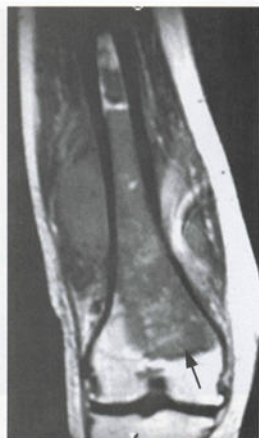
股骨骨肉瘤 MRI 显示软骨(箭头)对肿瘤生长(低信号区)暂时起阻挡作用
